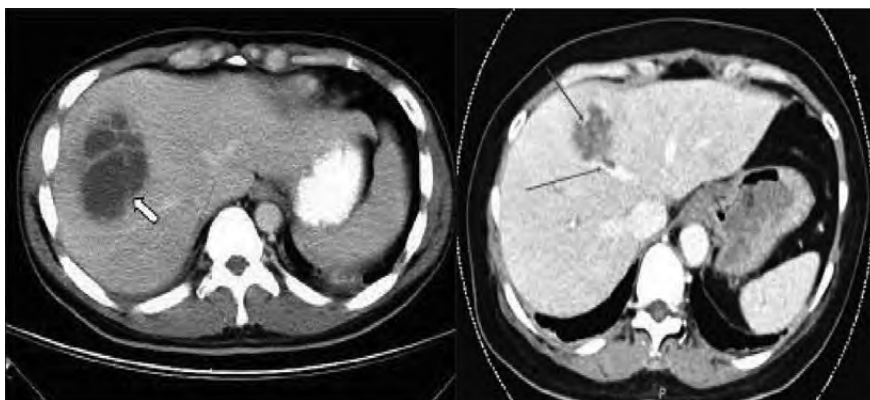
КТ-фотография полости абсцесса в правой части печени через 3 и 7 недель после лечения (указана стрелкой)
